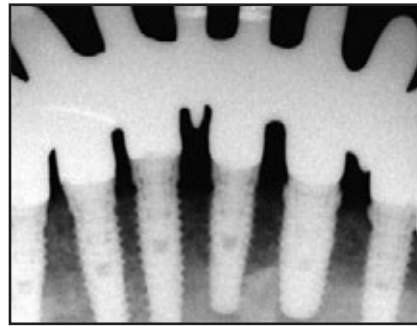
Röntgenaufnahme der Implantate, die durch den impaktierten linken Prämolars inseriert worden waren, nach der Eingliederung der definitiven Versorgung. Das Implantat im Bereich des linken Eckzahns verlief quer zur Wurzel, das Implantat im Bereich des lateralen Schneidezahns nicht. Das Implantat in der Position des zentralen Schneidezahns steht nur auf der distalen Seite in Kontakt zum koronalen Teil der Krone.
